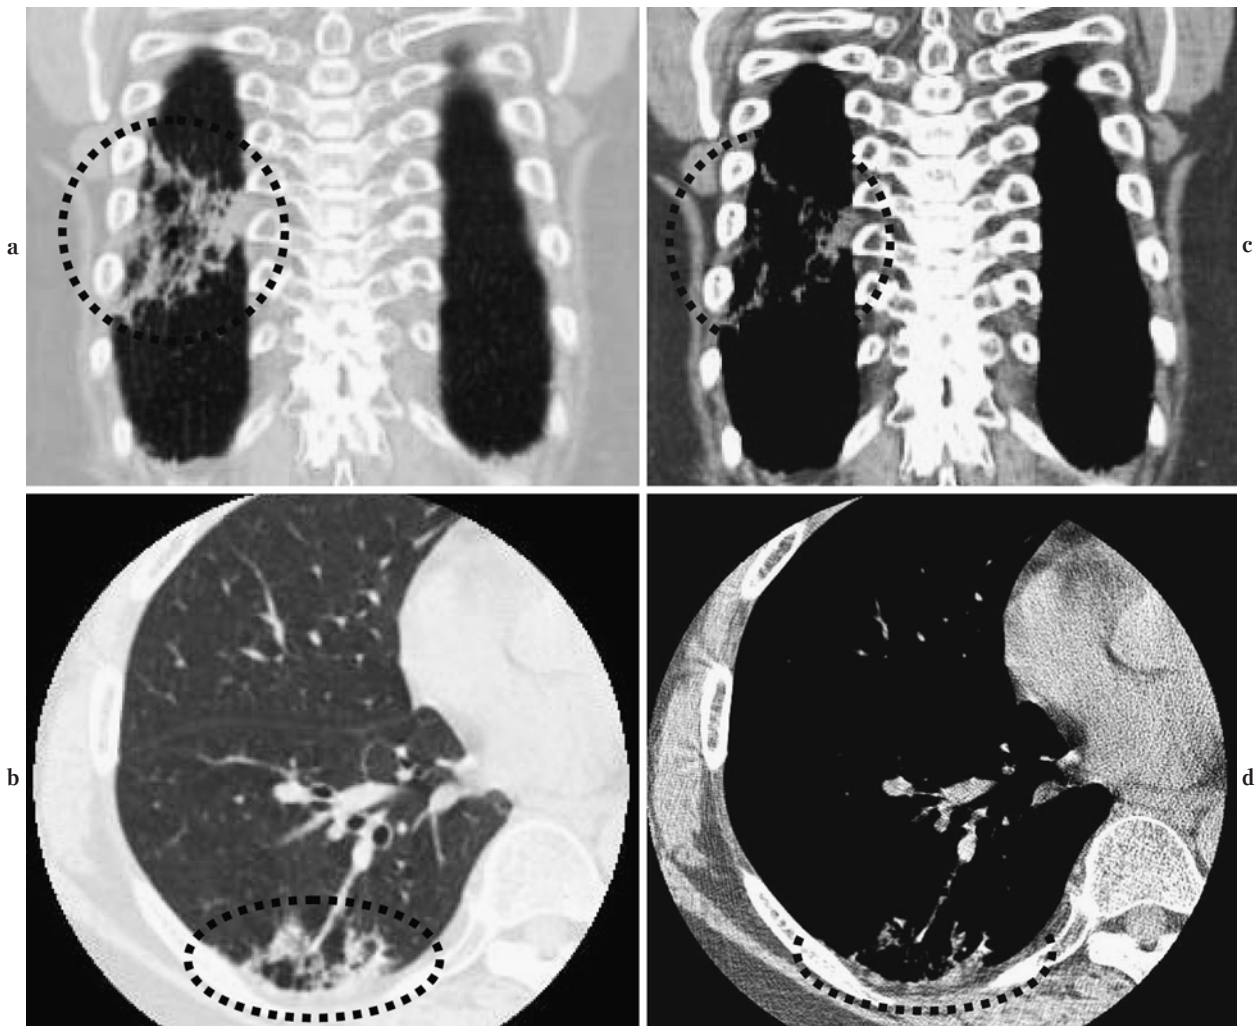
a-d. Chest CT showed the consolidation located in the right lower lung.
